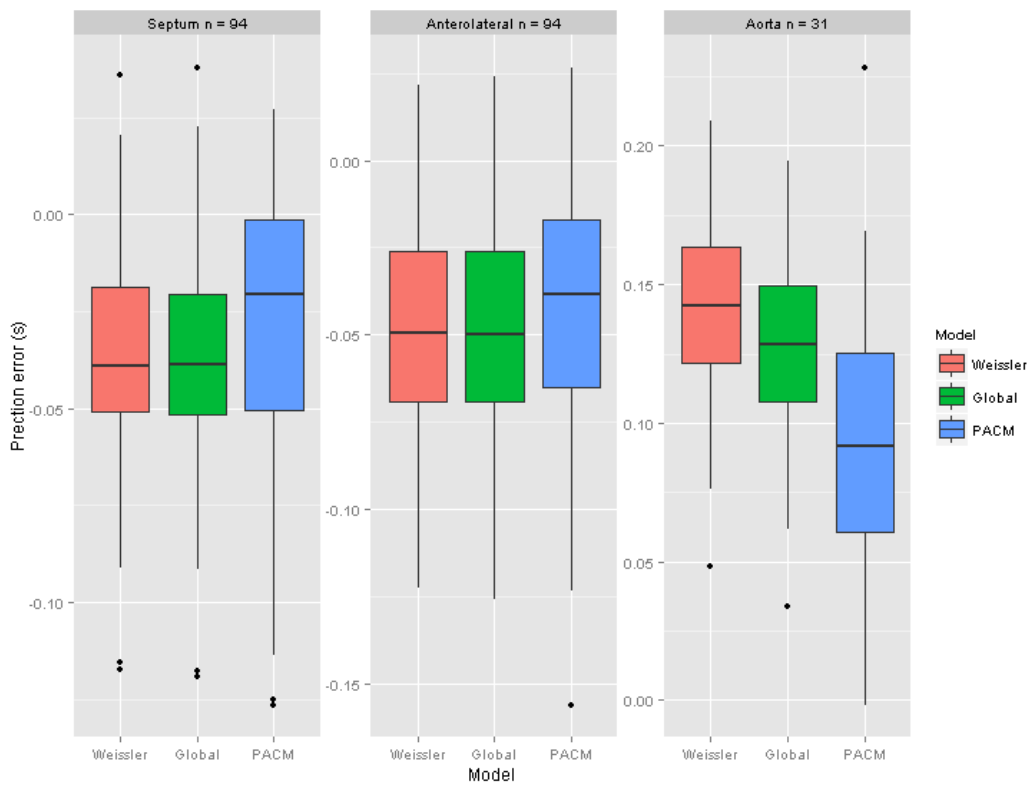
Comparaisons du modèle PACM proposé (adapté à chaque sujet) aux modèles Global (le même modèle pour toute la population) et Weissler, en termes d'erreurs de prédiction de fins de systoles mesurées indépendamment en échographie, à trois endroits : le tissu du septum interventriculaire, le tissu antérolatéral et le flux sanguin de l'aorte.
